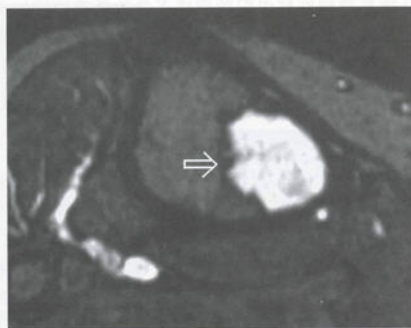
纤维结构不良病灶周围硬化环 MRI
